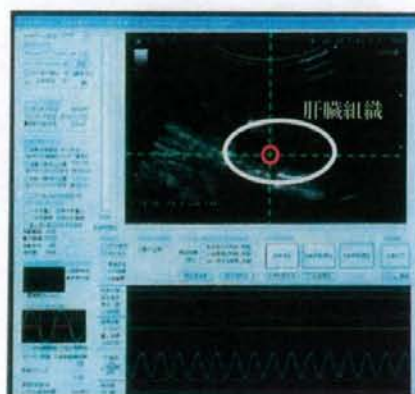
羊胎児の肝臓組織 2D 超音波画像の取り込み
